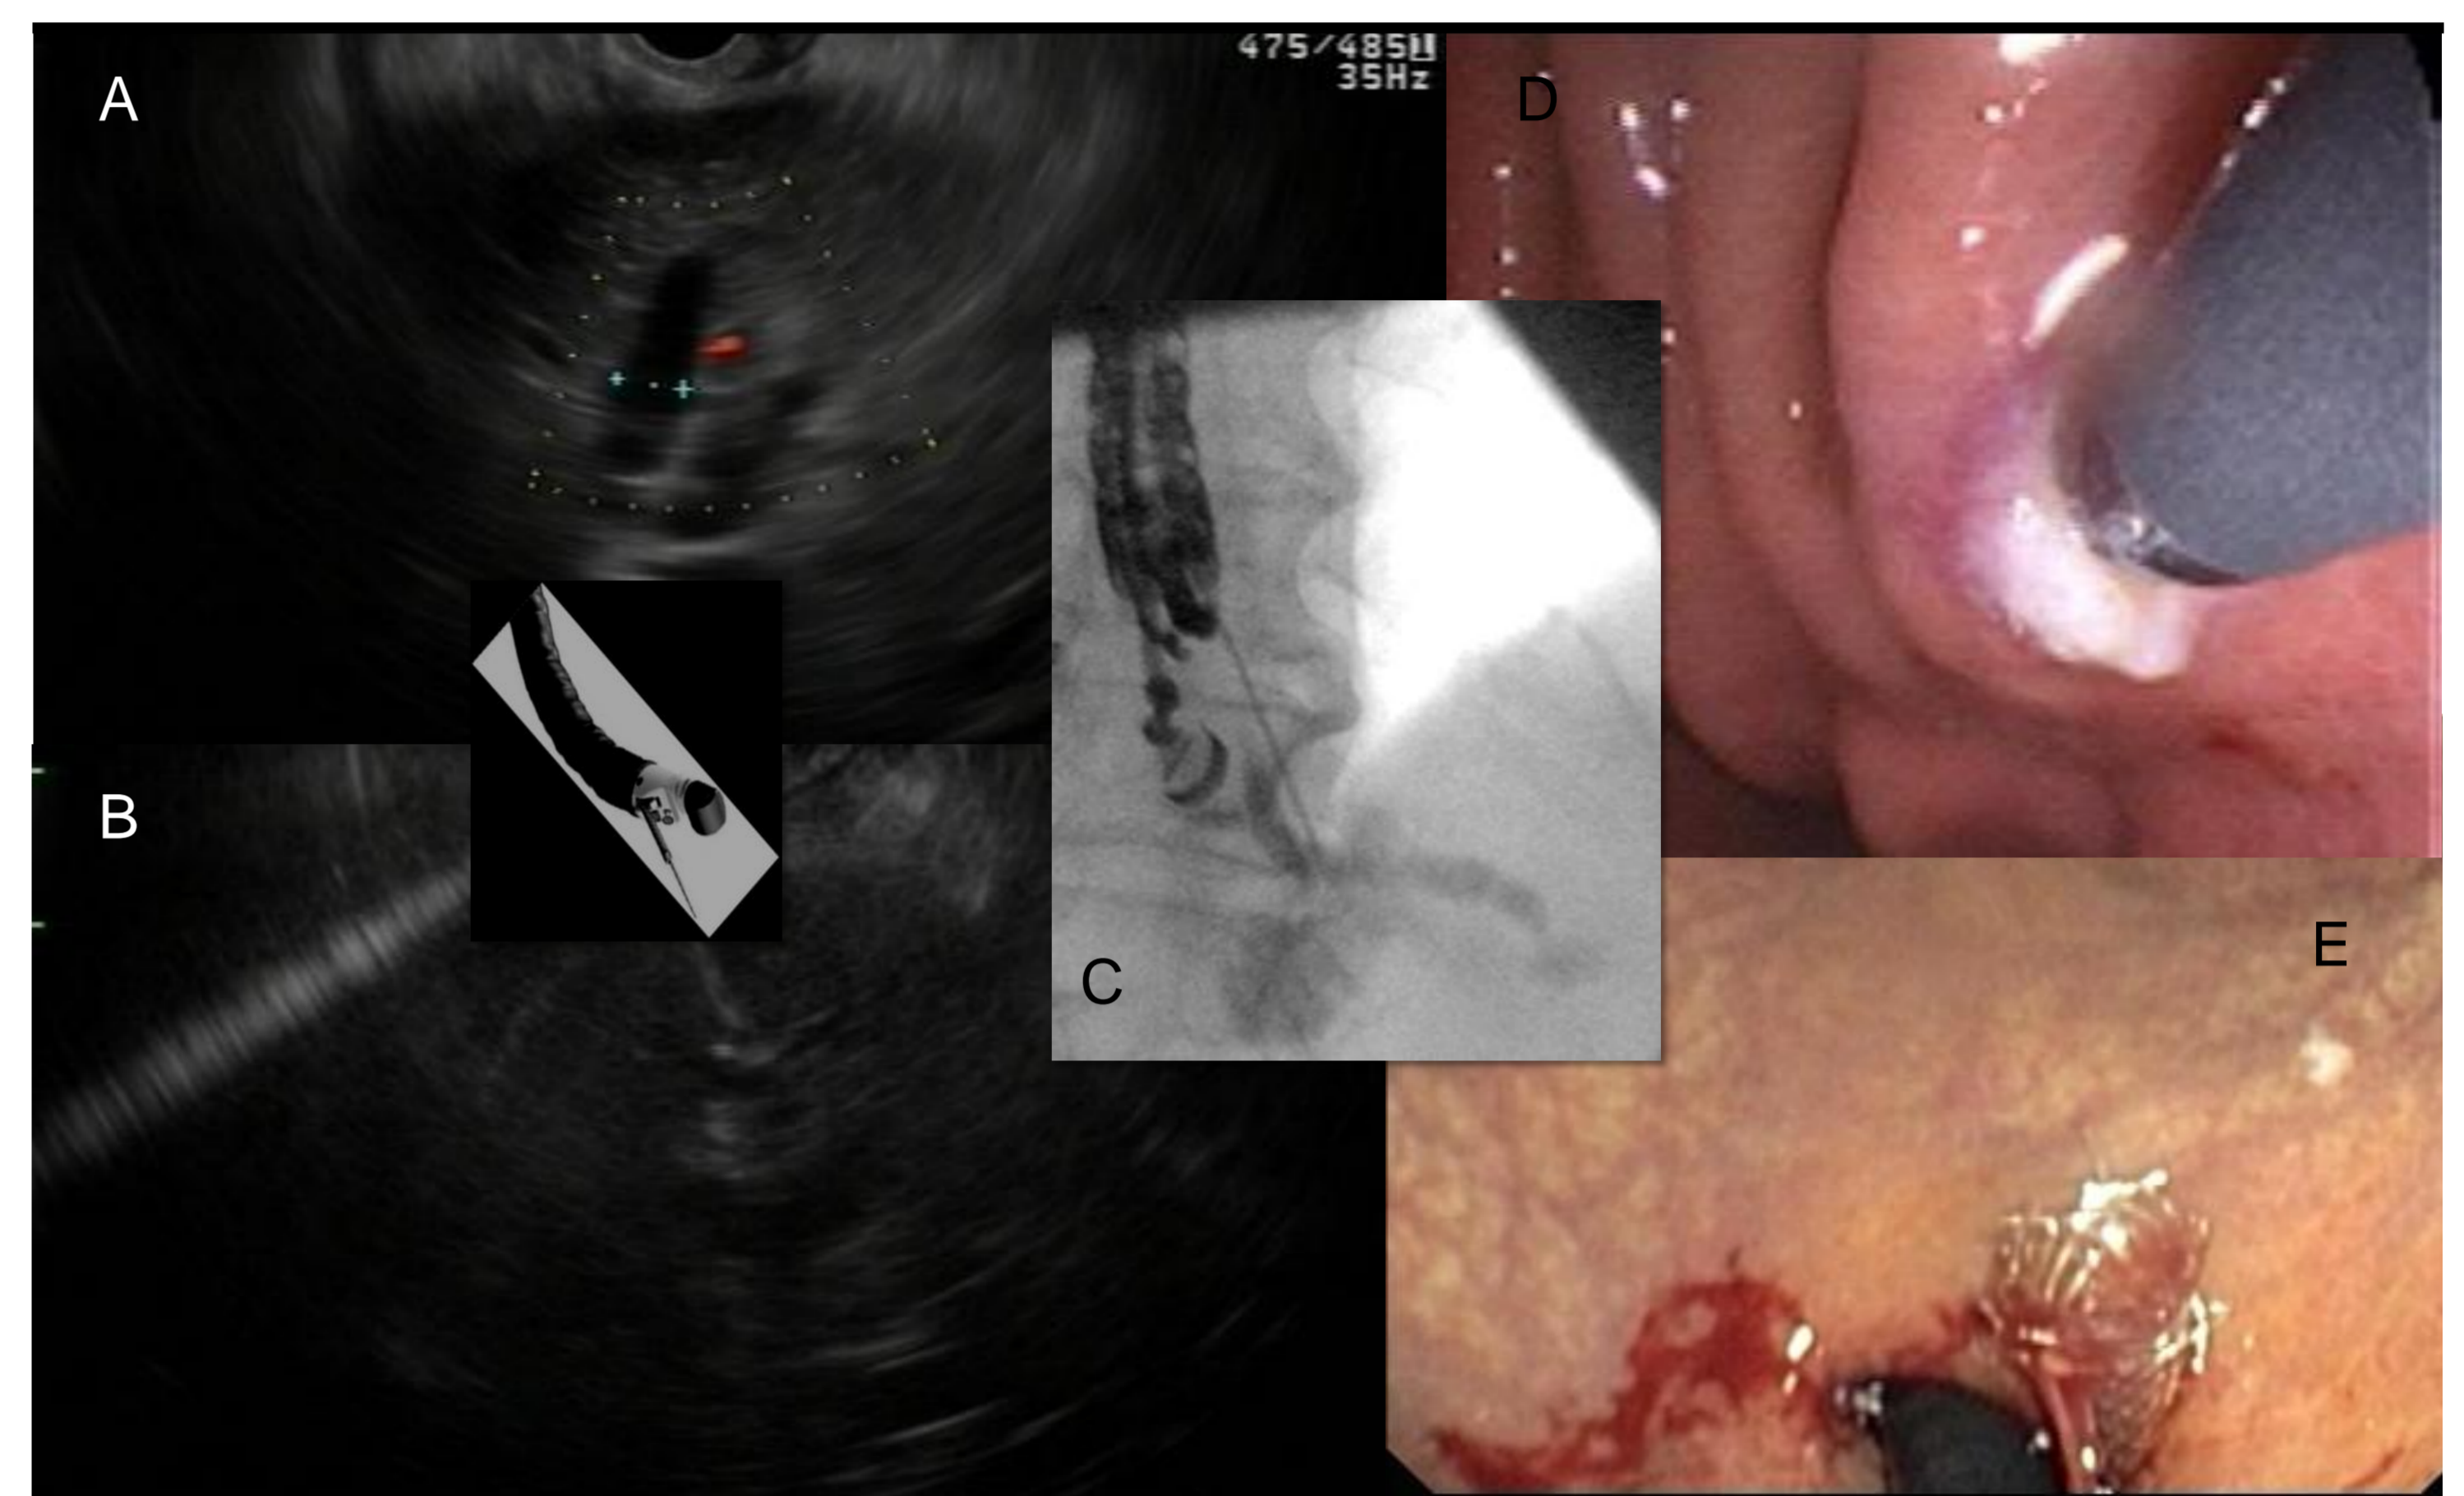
Endosonografische Punktion des linken Gallengangssystems vom Magenlumen aus: A: dilatierte Gallengänge; B: 19G Nadelpunktion; C: EUS Cholangiografie; D: 10F Zystotomie; E: Z. n. Metallstentimplantation
